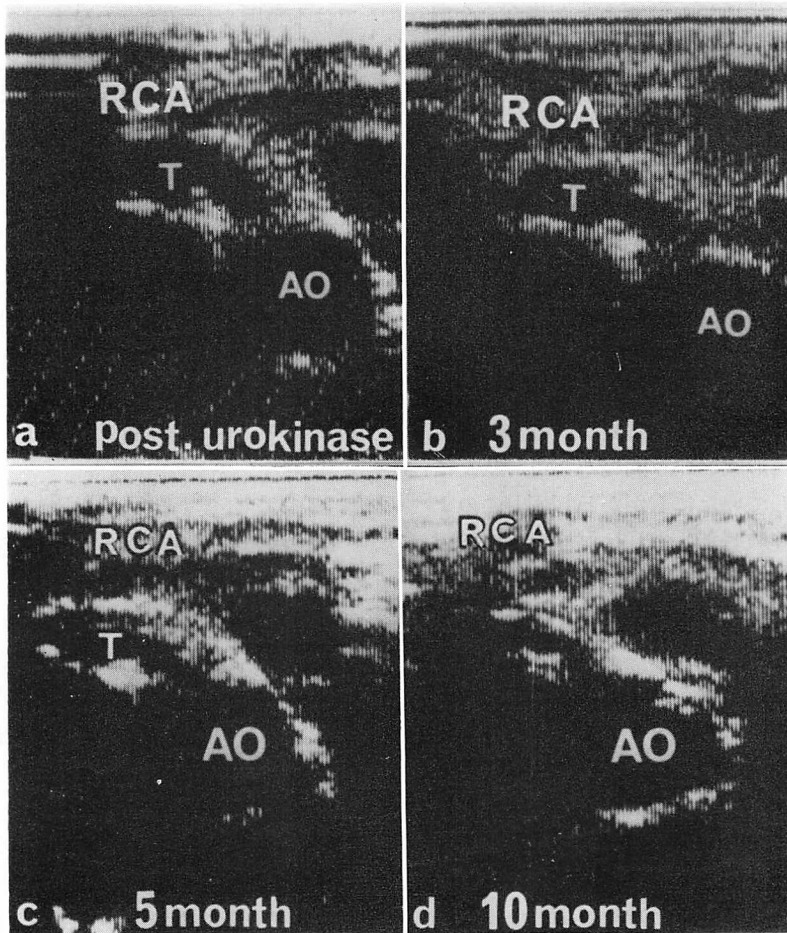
Serial two-dimensional echocardiograms (Case 2).
